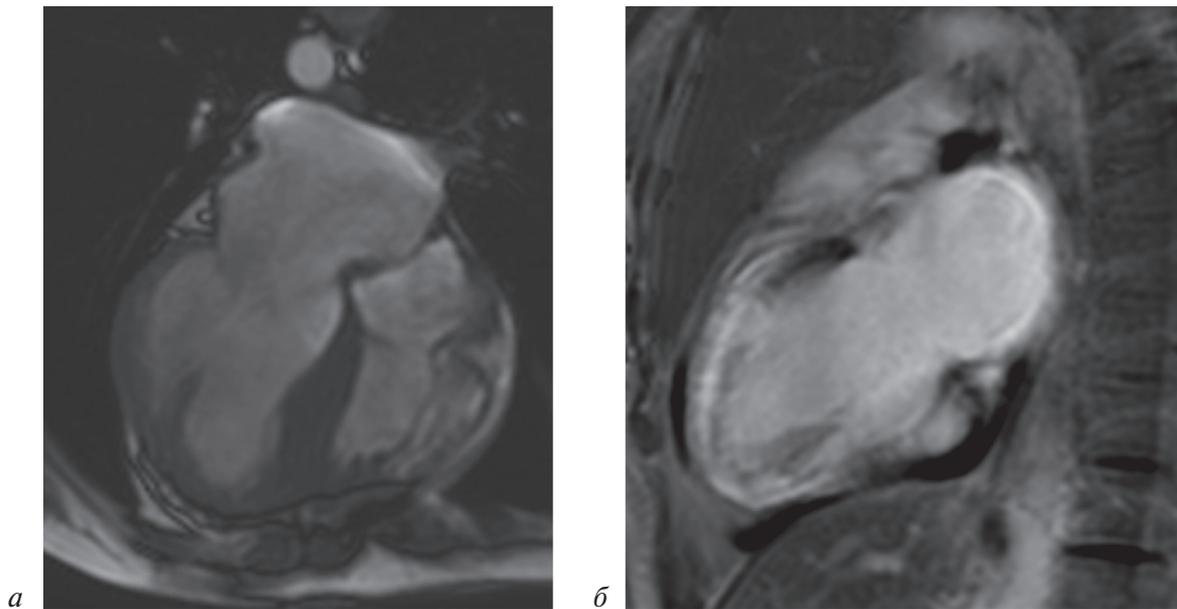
Магнитно-резонансная томография в 2-камерной плоскости через 1 мес после выписки. Тромб на верхушке левого желудочка не визуализируется:
